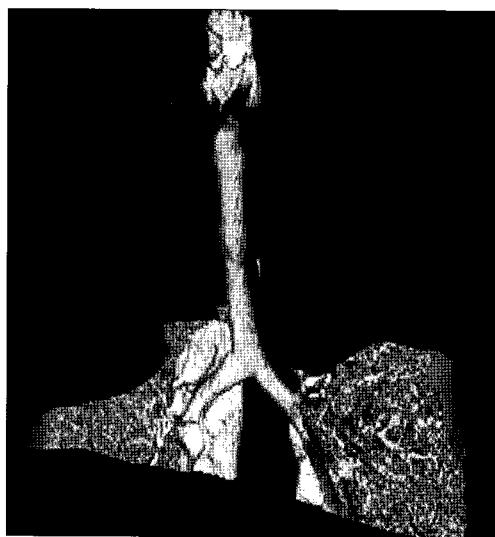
Follow-up 3D-CT scan (postoperative four years later) shows no other stenosis.
